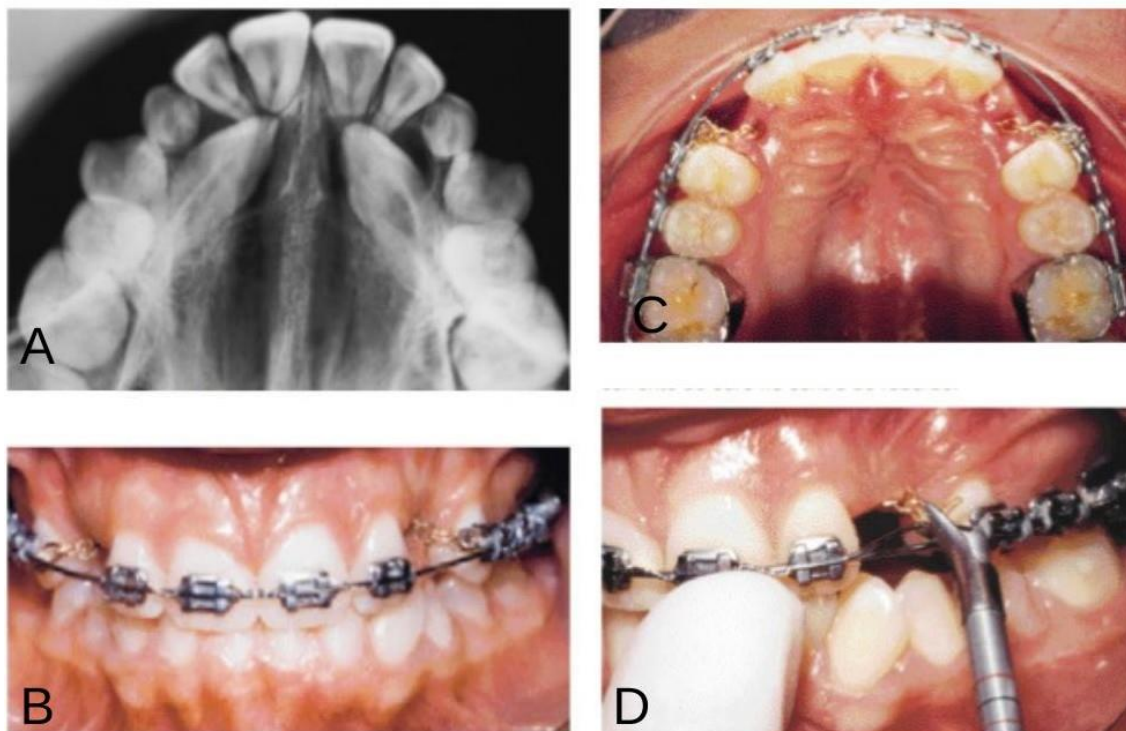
A) Radiografia Oclusal. B) Vista Oclusal, após cirurgia. C) Vista oclusal superior em que evidencia-se a correte de ouro no centro do rebordo. D) Uso do dinamômetro durante a ativação.
